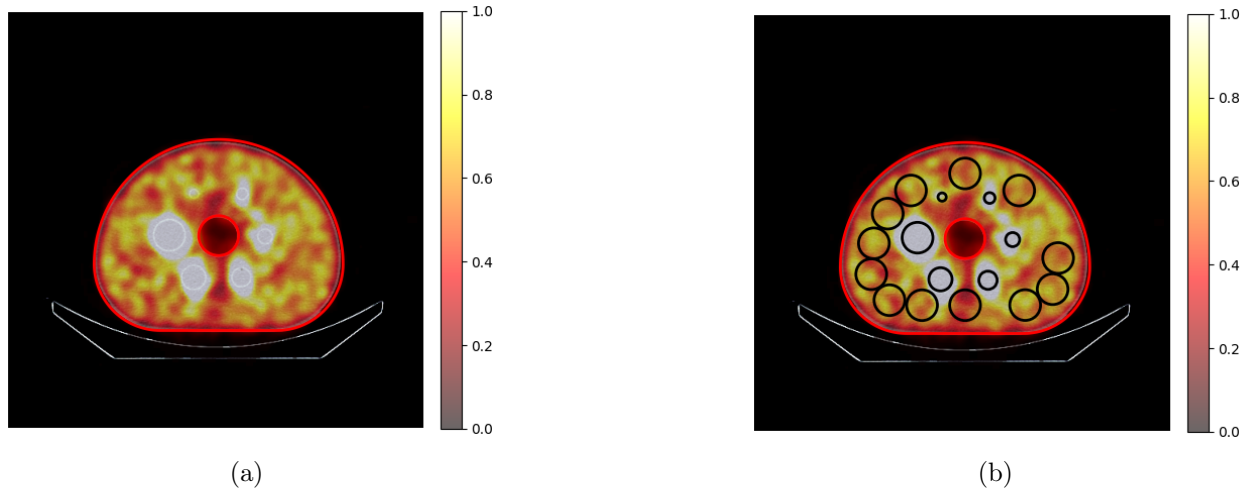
(a) Visualización de la imagen SPECT sobre la CT. (b) Superposición de las ROIs.
